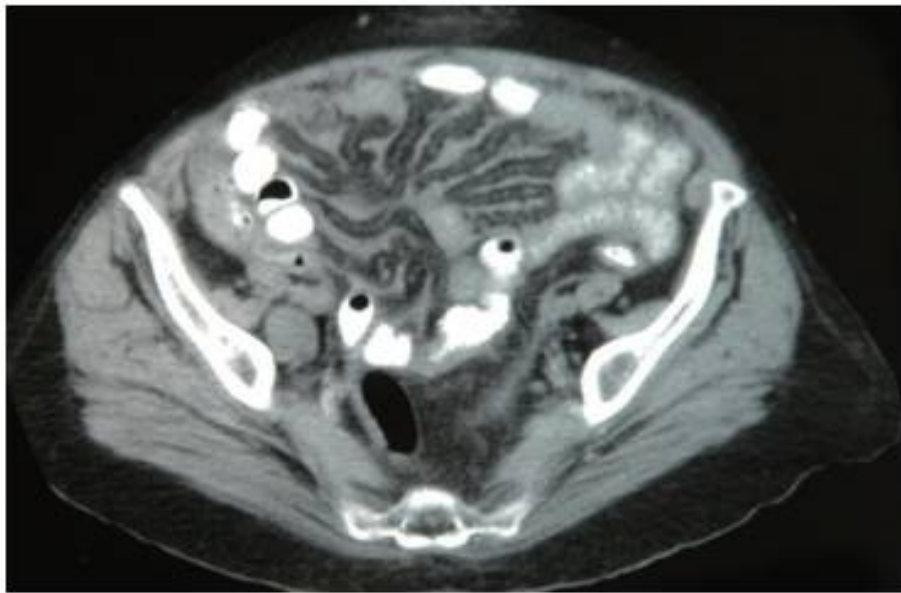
[141]: TDM d'un patient atteint de MMP montrant des résultats associés à une maladie non opérable, tels que la nodularité diffuse de la petite artère mésentérique et des masses solides.
